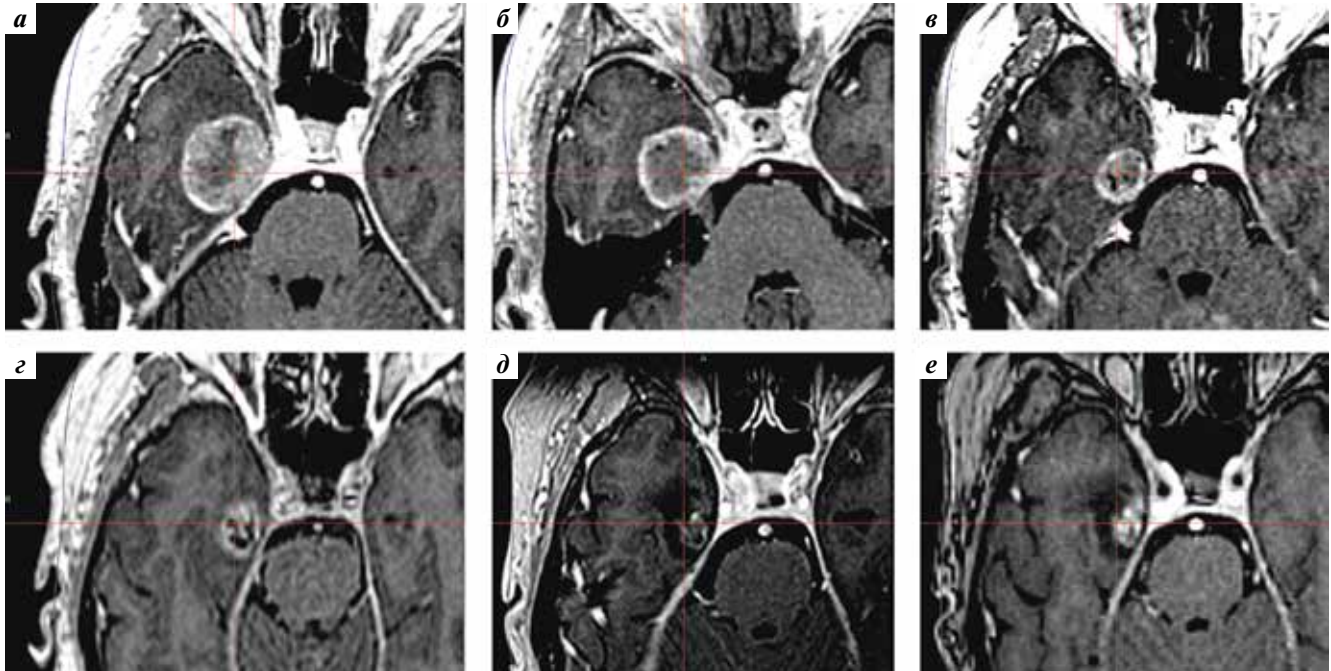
Магнитно-резонансная томография головного мозга пациентки Ж., 61 года (T1-взвешенные изображения с контрастным усилением). Метастаз рака молочной железы в правой височной доле: а, б – 1-й и 2-й сеансы радиохирургии; в, з – через 6 и 10 мес после радиохирургического лечения; д, е – через 3 и 4 года. Объем опухоли уменьшился в 8,5 раза (с 15,3 до 1,8 см³)
